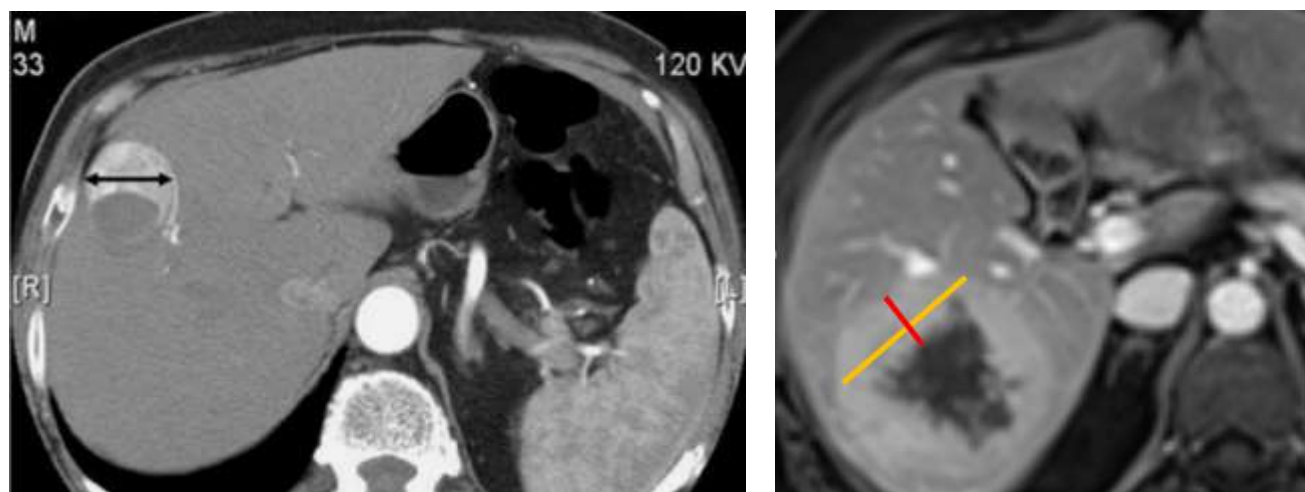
А. – Измерение наибольшего диаметра жизнеспособной опухолевой ткани в соответствии с mRECIST у больного гепатоцеллюлярной карциномой (КТ) [67]; Б. – измерение наибольшего диаметра жизнеспособной опухолевой ткани в соответствии с mRECIST (жёлтая линия) и её толщины по периферии зоны некроза (красная линия) у больного печёночными метастазами НЭО
